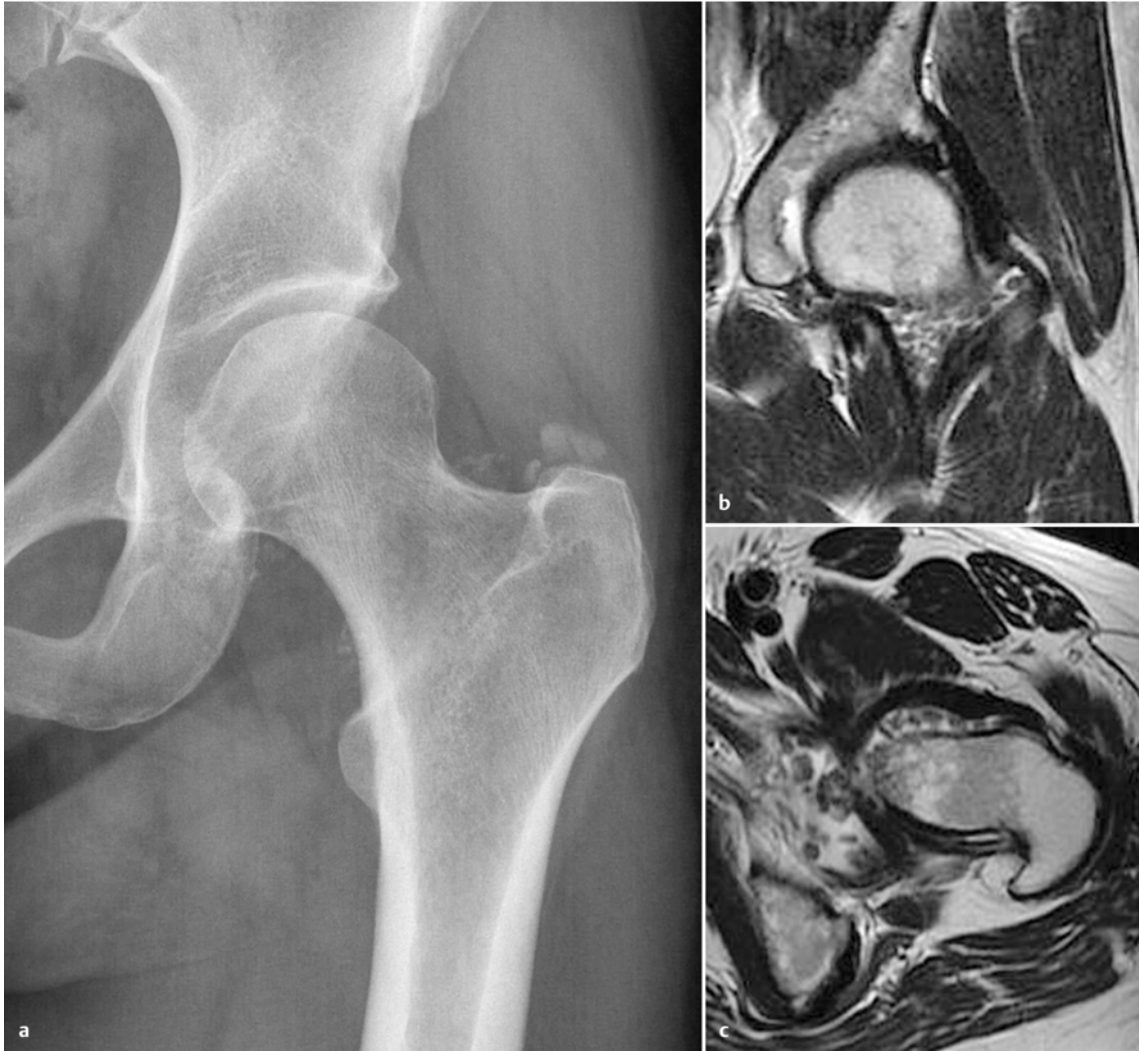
MR-tomografische Darstellung einer Labrumdegeneration sowie eines extraartikulären Ganglions bei Hüft-Impingement.
